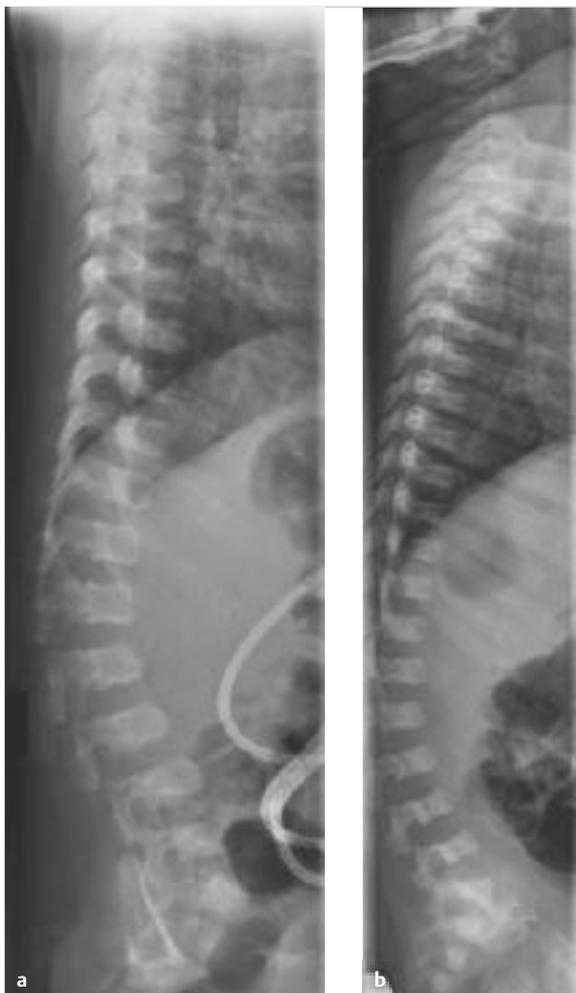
Die beiden Röntgenaufnahmen zeigen beispielhaft die morphologische Charakteristik der thorakolumbalen Kyphose- und Wirbelkörperform bei Patienten mit Achondroplasie.
